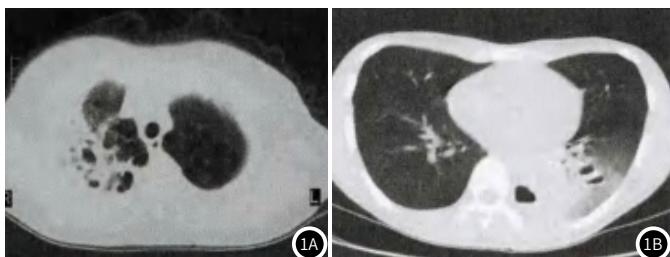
CT诊断图像。图1A: CT显示右肺上叶呈蜂窝状; 图1B: CT显示左肺下叶呈大片实变伴部分小空间。
